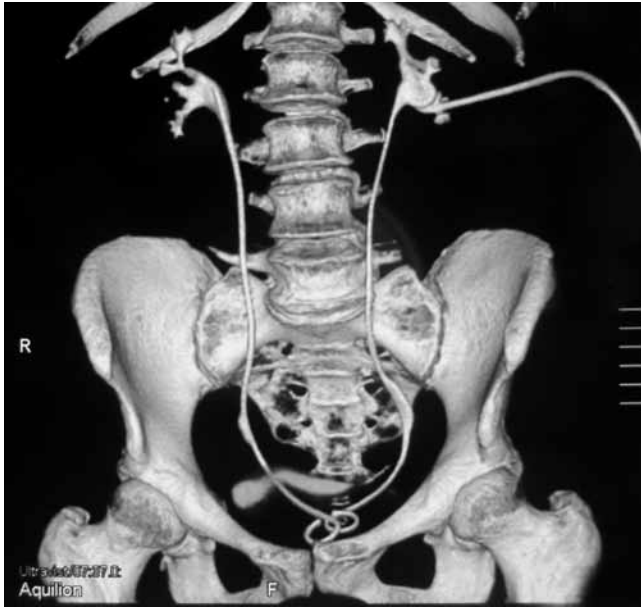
Компьютерная томография с болюсным усилением у пациентки с ятрогенным повреждением мочеточников в нижней трети после комбинированного дренирования верхних мочевых путей. Отчетливо видно отсутствие экстравазации контрастного вещества за пределы мочеточников.
